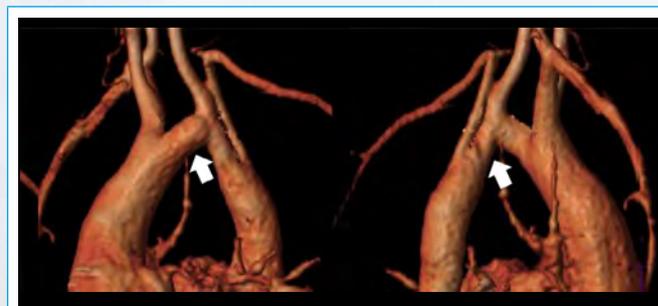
Angio-RM con reconstrucción tridimensional en varón de 17 años. Coartación reparada en la infancia mediante resección y anastomosis término-terminal. HTA sistólica e hipoplasia del segundo segmento del arco transversal (flecha). Se documenta un gradiente hemodinámico de 30 mmHg
